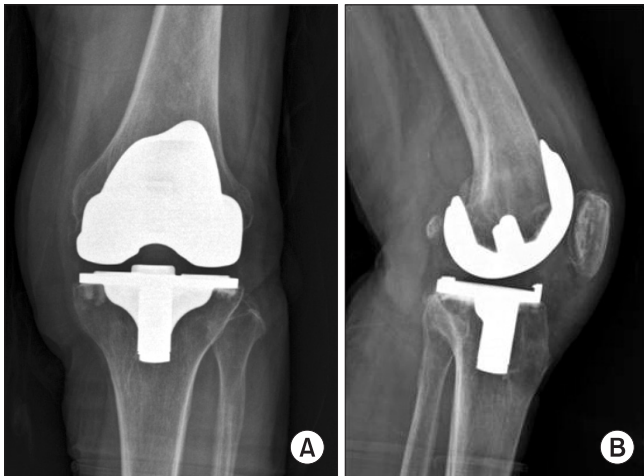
Radiographs from the initial visit.
